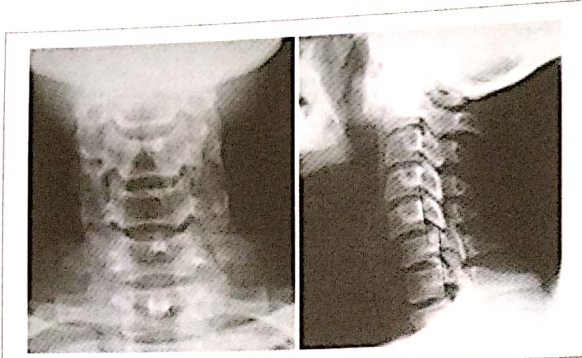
Une femme de 41 ans victime d'un AVP, présentant des cervicalgies associées à des paresthésies dans le territoire radial. Les radiographies montrent une déviation des épineuses, un antélisthésis de C5 sur C6 et une luxation de l'articulaire supérieure de C5.
